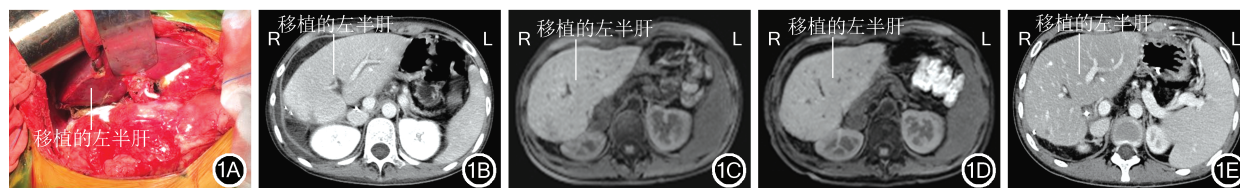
病例 1 肝移植术中 and 术后肝脏影像学检查情况 1A: 病例 1 肝移植术中移植的供者左半肝; 1B: 病例 1 术后 1 周复查 CT 示移植的左半肝情况良好; 1C: 病例 1 术后 6 个月复查磁共振成像示移植的左半肝情况良好; 1D: 病例 1 术后 1 年复查磁共振成像示移植的左半肝情况良好; 1E: 病例 1 术后 3 年复查 CT 示移植的左半肝情况良好
